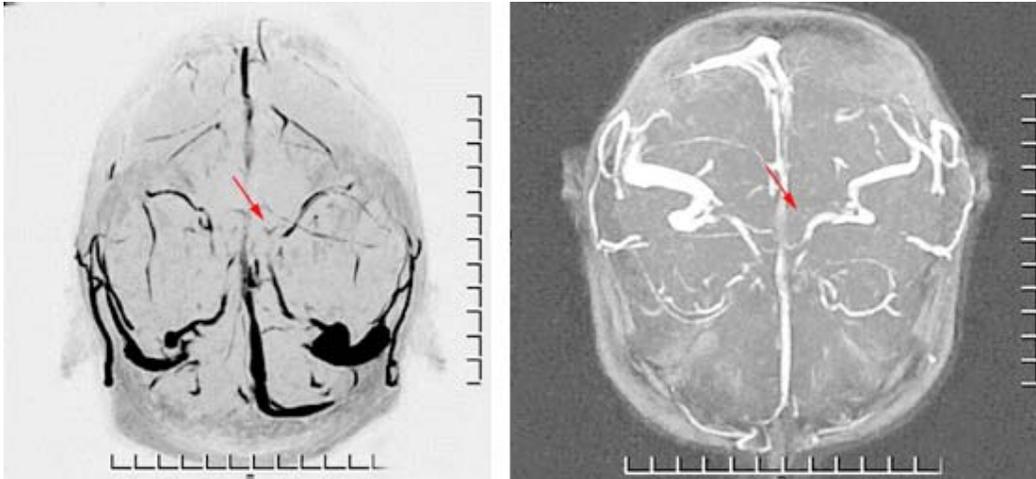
Resonancia magnética nuclear craneal con venografía en la cual se observa trombosis de los senos venosos cerebrales.
